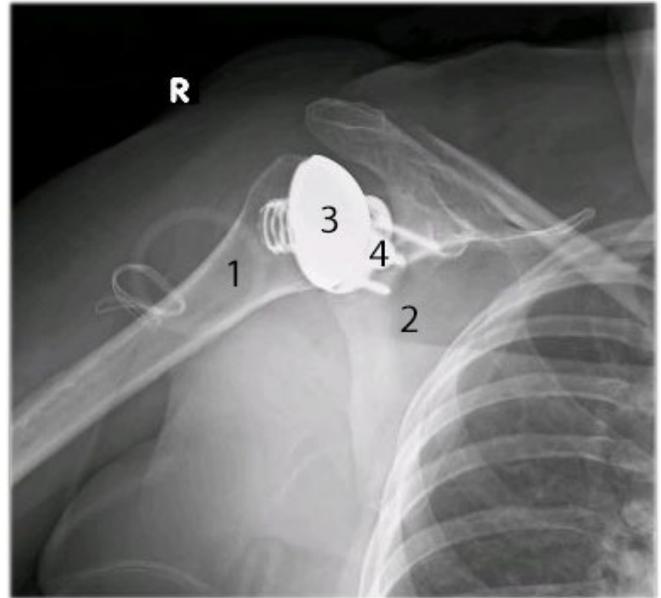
Röntgenbild mit schaftfreier Schulter-Endoprothese: (1) Oberarmknochen, (2) Schulterblatt, (3) künstlicher Oberarmkopf im Oberarmknochen verankert, (4) künstliche Schultergelenkpfanne am Schulterblatt verschraubt
